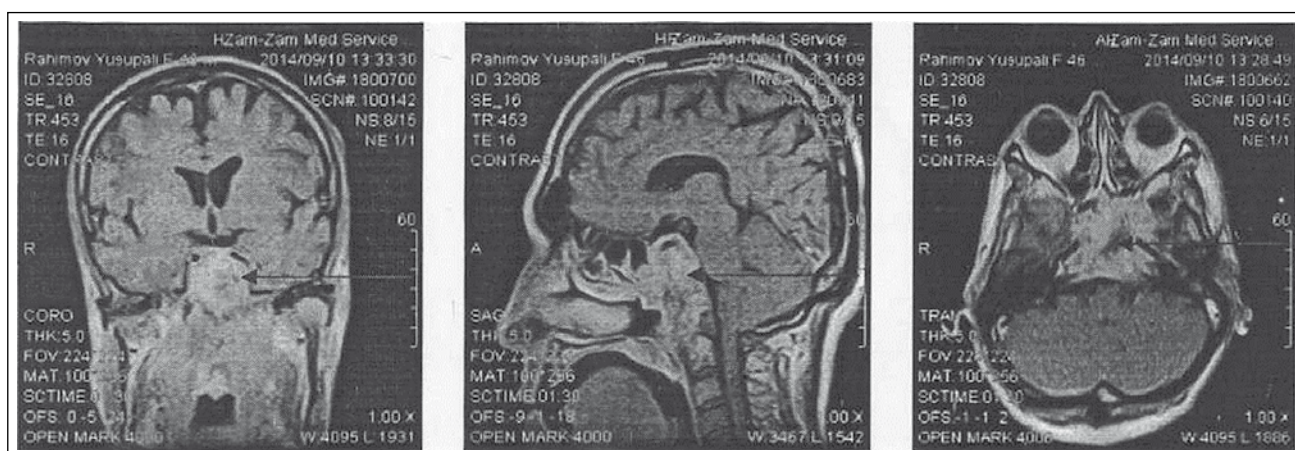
МРТ с контрастированием
